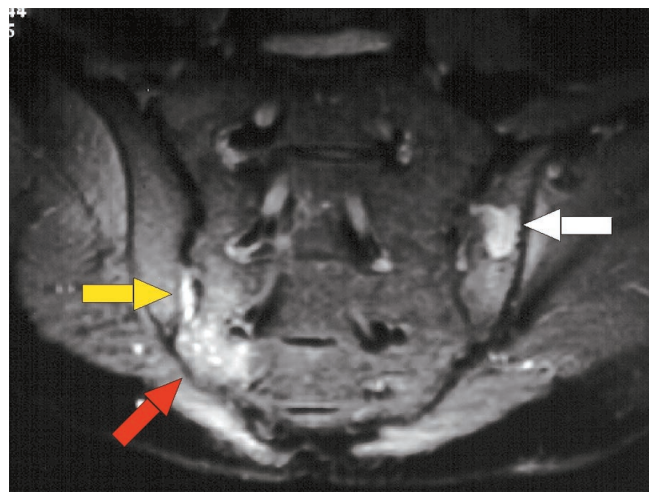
Ressonância magnética das sacroilíacas mostrando áreas de reação inflamatória (setas - áreas de inflamação por infecção criptocócica).
